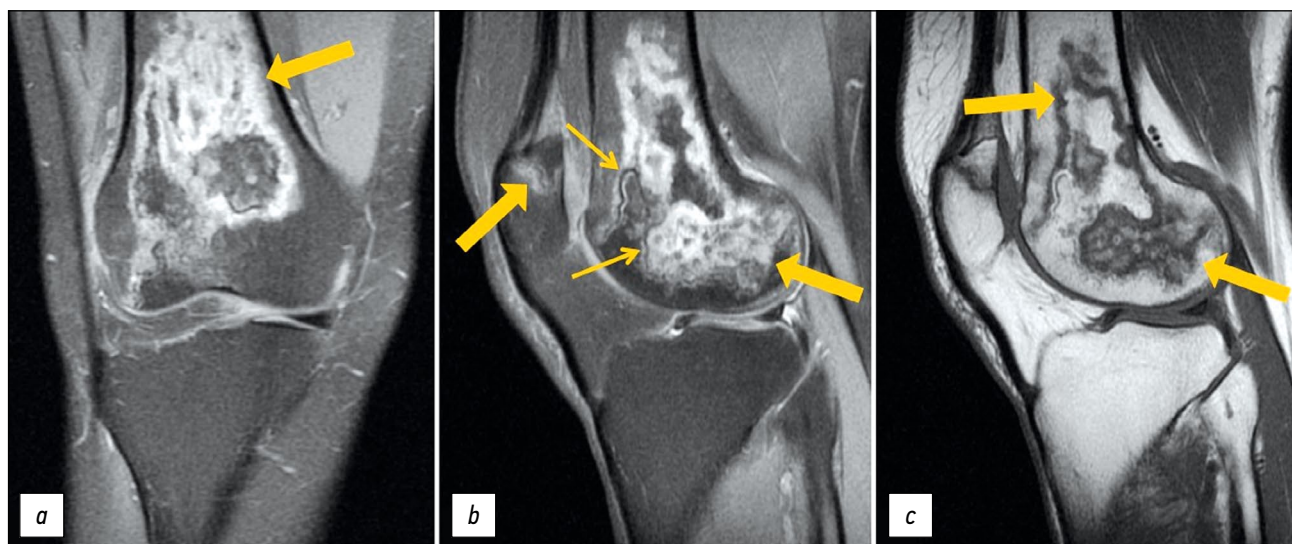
Первичная магнитно-резонансная томография правого коленного сустава; PD-ВИ с подавлением сигнала от жировой ткани в корональной (а) и сагиттальной плоскостях (b), T1-ВИ в сагиттальной плоскости (c). Толстые стрелки указывают на зоны отёка костного мозга в виде неоднородного, неправильной формы («географической») МР-сигнала мыщелков бедренной кости, надколенника; тонкие стрелки — на симптом «двойной линии» в виде внутренней гиперинтенсивной (грануляционная ткань) и внешней гипоинтенсивной (остеосклероз) линий на PD-ВИ.
